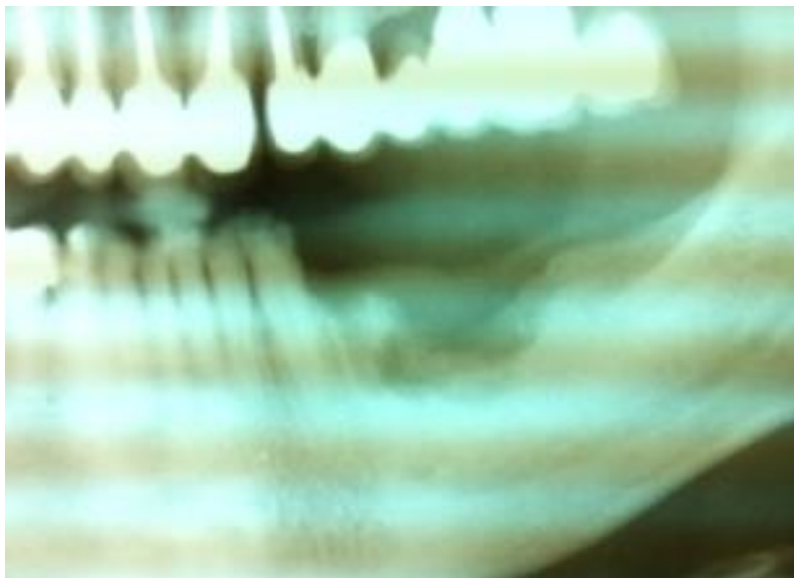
Ortopantomografia a due mesi dalla rimozione dell'implanto
